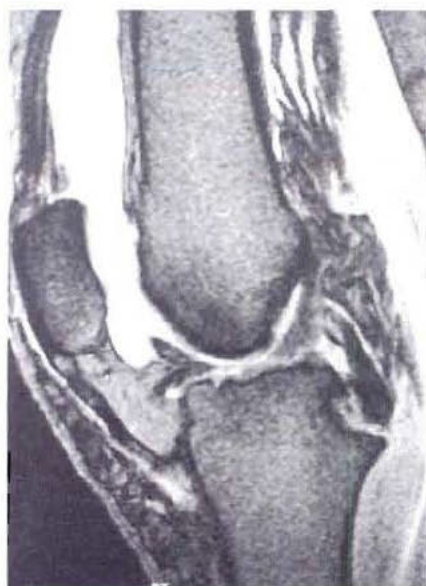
Épanchement artériel du genou – coupe sagittale d'IRM pondérée en T2. Il existe un épanchement important dans la bourse suprapatellaire (voir également la figure 1B). Le tendon du quadriceps et le ligament rotulien apparaissent en noir, c'est-à-dire qu'ils sont en hyposignal, en raison de leur teneur faible en liquide. Il en est de même pour les ligaments croisés postérieur et antérieur. Les corticales osseuses ont un signal plus bas que l'os spongieux.
